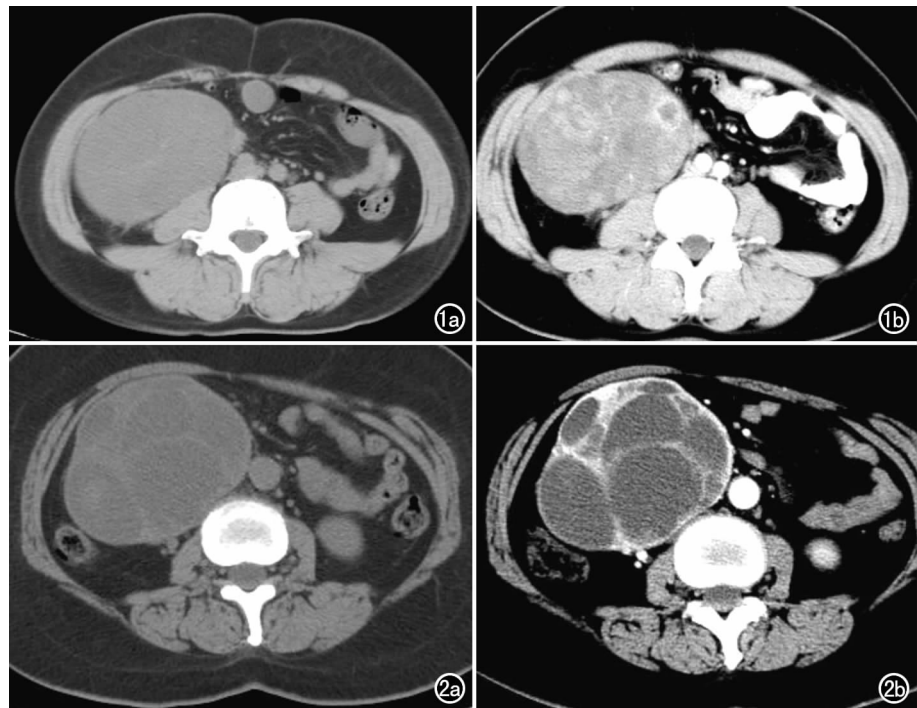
男,52 岁,腹膜后间质瘤。a) CT 平扫示右腹部类圆形软组织肿块,密度均匀,边缘清楚; b) CT 增强扫描动脉期示肿块呈分隔状强化。
